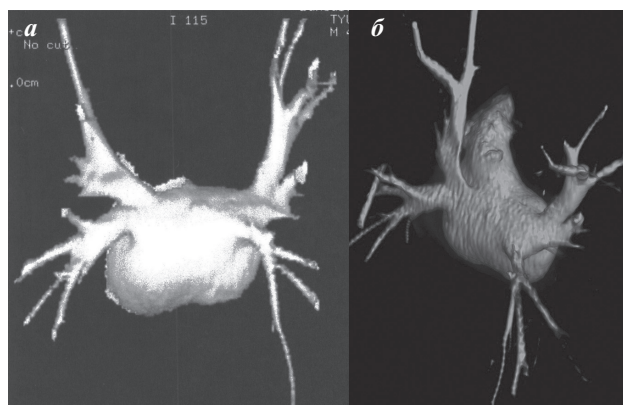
Компьютерная томография левого предсердия во фронтальной (а) и косо-фронтальной (б) проекциях, вид сзади.
